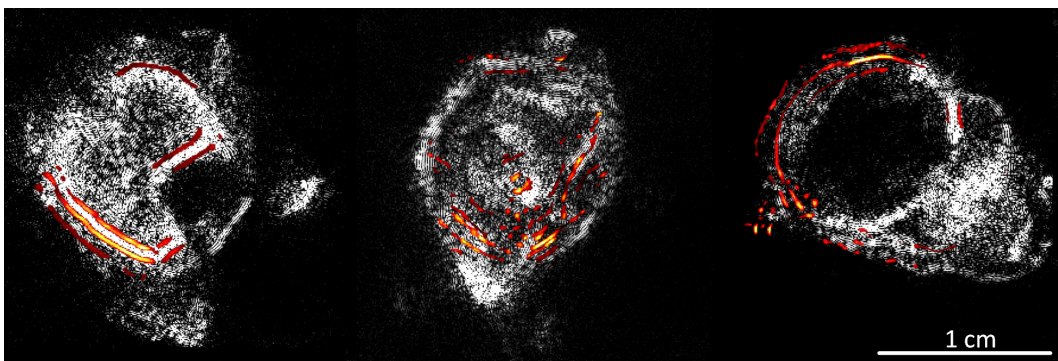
PAUS-Tomographie einer Maus ex-vivo exemplarisch für 3 Schichten vom Thorax bis zum Cranium
